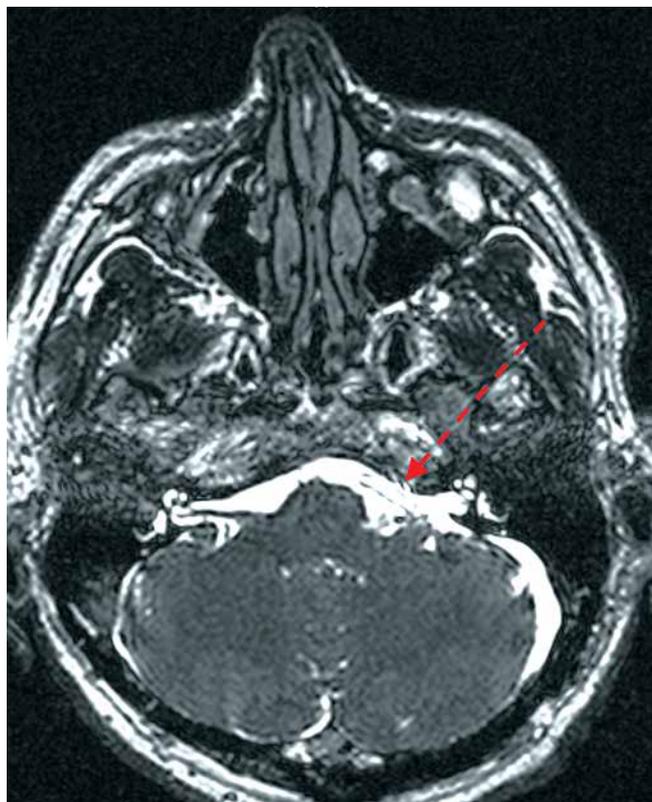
Магнитно-резонансная томограмма пациента в режиме CISS, аксиальная проекция. Пунктирной стрелкой обозначена позвоночная артерия, фиксированная к задней поверхности пирамиды височной кости с использованием sling-техники
